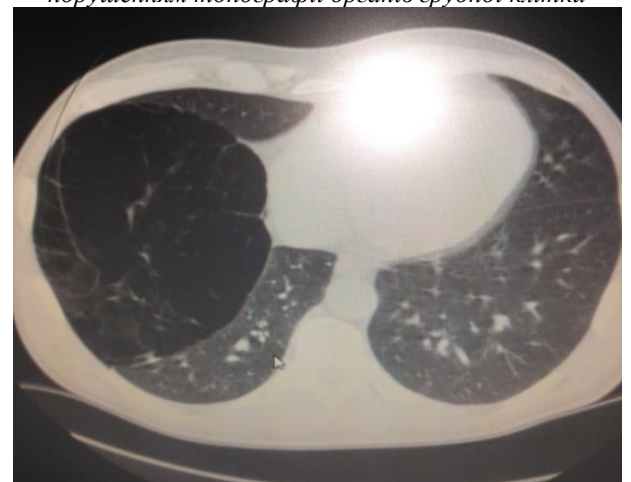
КТ ОГК. Гігантська була легені (синдром «знижаючої легені»)
